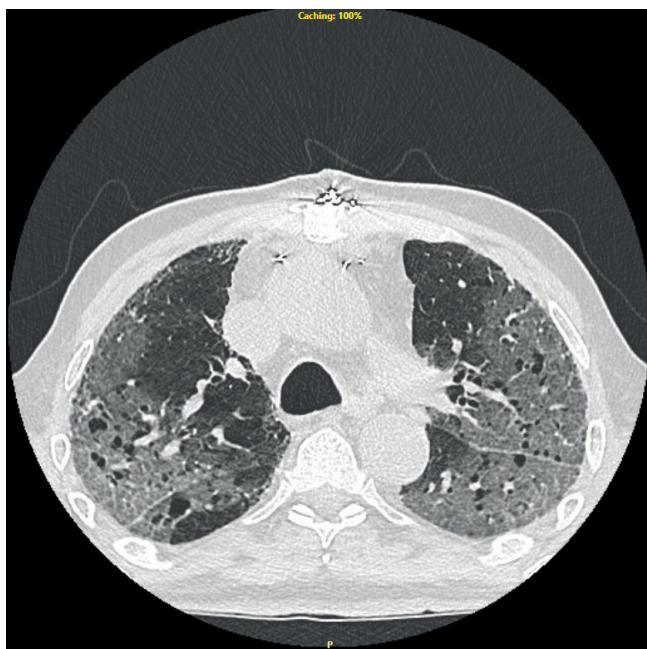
КТ грудной клетки пациента на 5 сут. после КШ с признаками вирусной пневмонии.
